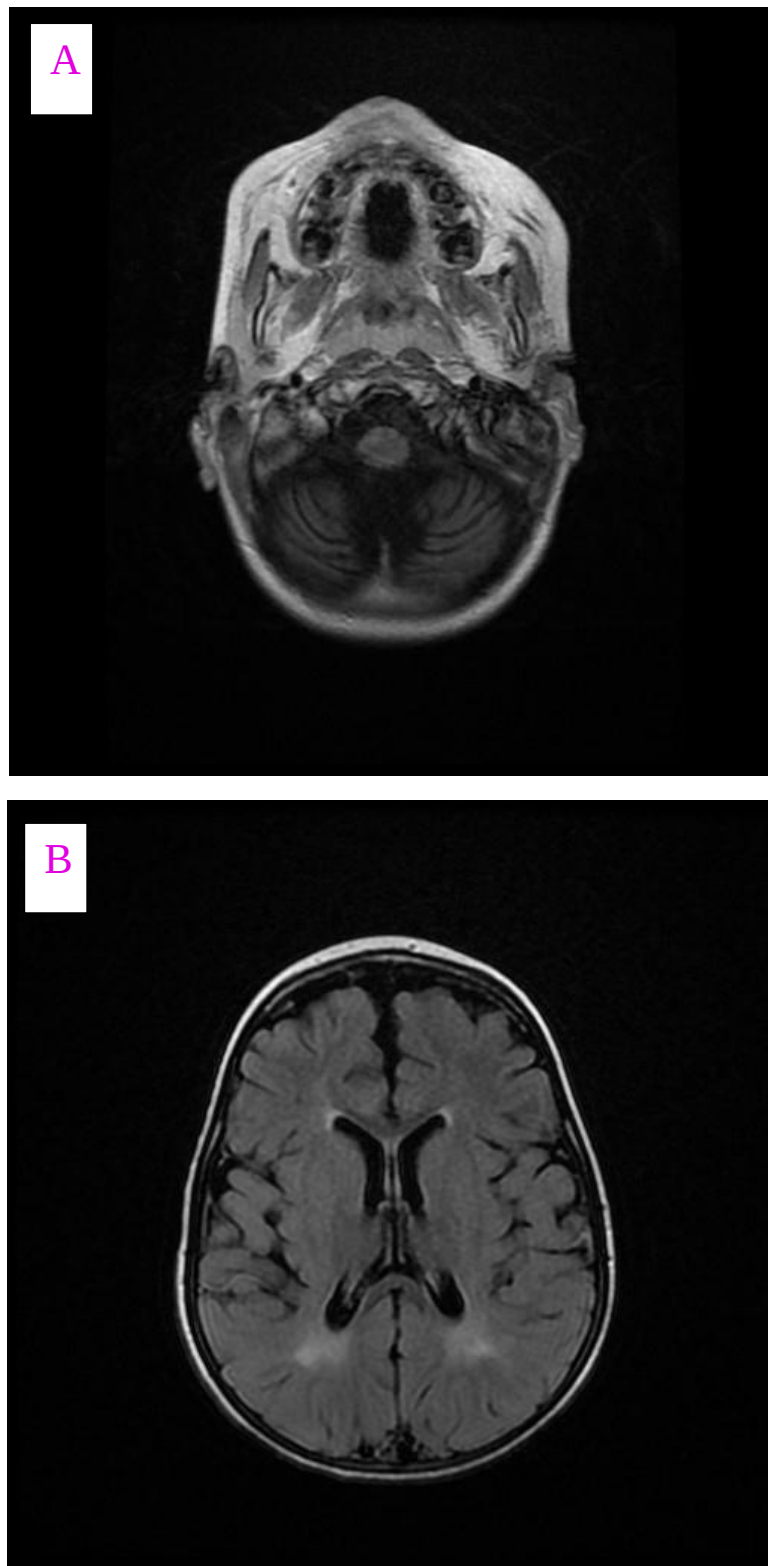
IRM cérébrale du patient 1
